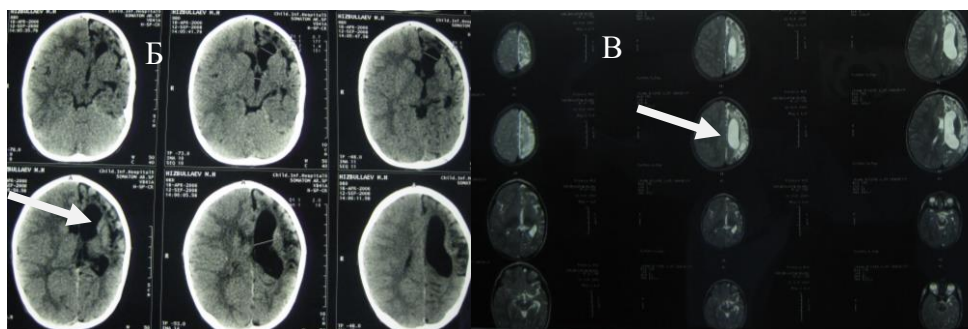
(Б,В) – КТ (Б) и МРТ (В) до операции. Больной Х., 2 года 5 мес. Ист. б. №2595-09.
